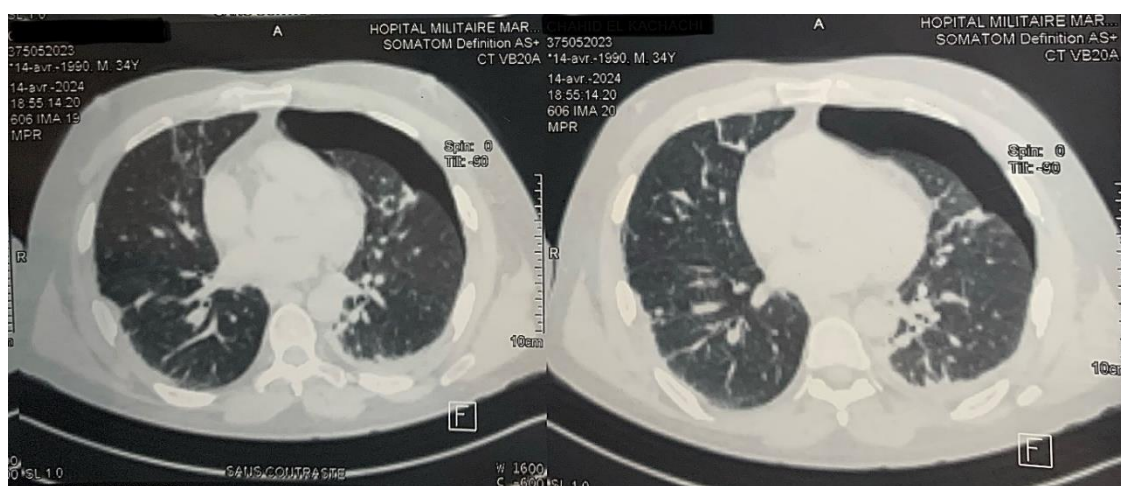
TDM thoracique objectivant un pneumothorax gauche de moyenne abondance chez un patient de 40 ans victime d'AVP occasionnant chez lui un Traumatisme thoracique. Hôpital militaire Avicenne Marrakech
